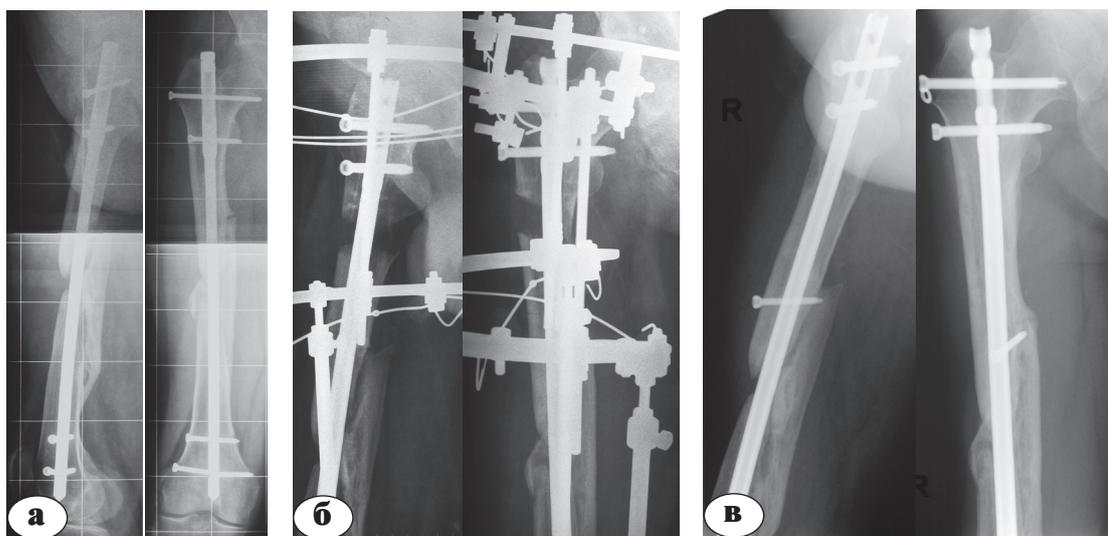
Рентгенограммы бедра пациента Я.: а – при поступлении в клинику; б – в процессе остеосинтеза; в – через 5 месяцев после окончания лечения
